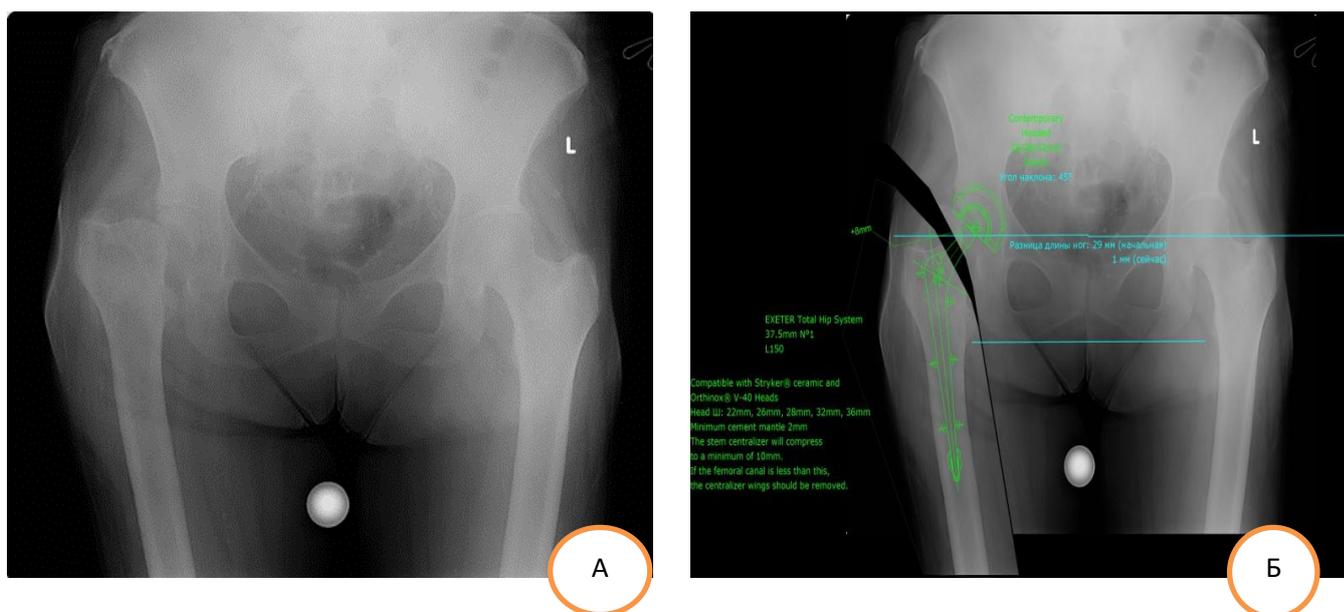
Пациент, 57 лет: А - рентгенограмма до операции;
